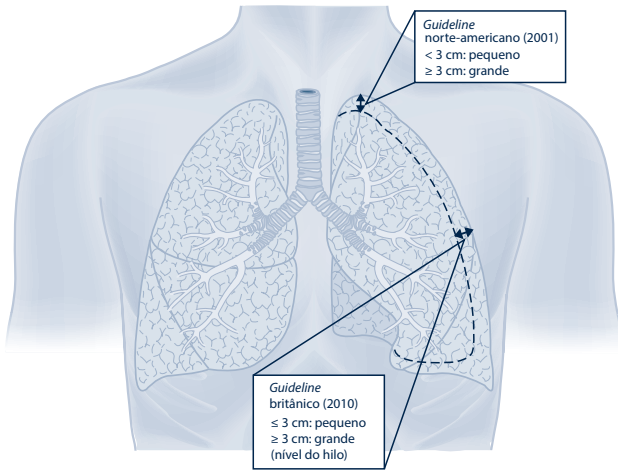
Tamanho do pneumotórax pela radiografia.
